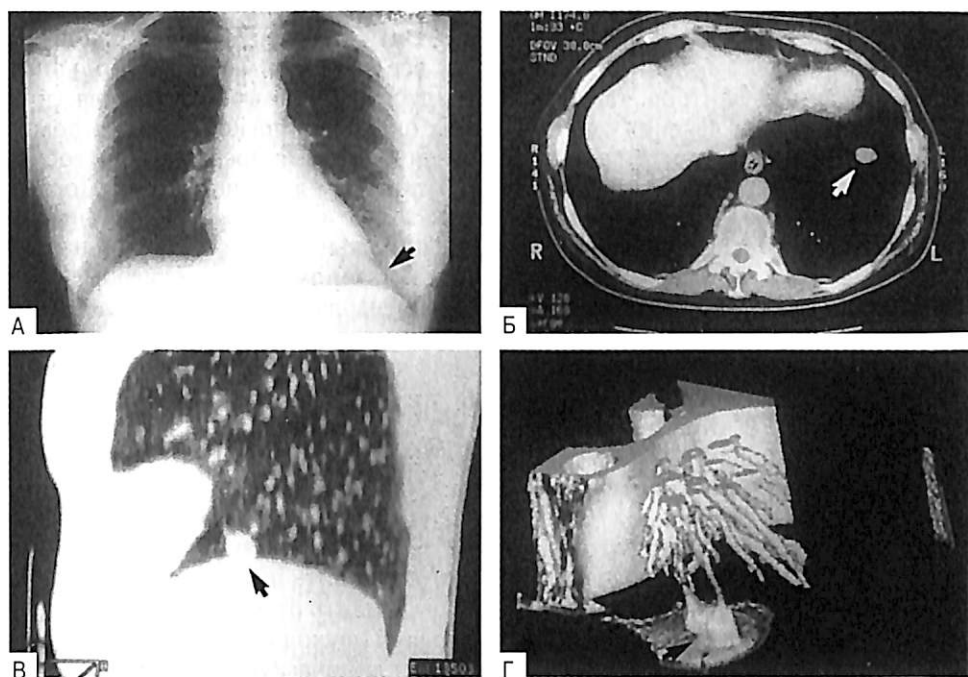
Изображения грудной клетки при синдроме эктопической секреции адренокортикотропного гормона. А — обзорная рентгенограмма органов грудной клетки с подозрительным образованием в проекции левой границы сердца (стрелка); Б и В — компьютерные томограммы в аксиальной и сагиттальной проекциях, показывающие бронхиальную карциноидную опухоль, граничащую с диафрагмой; Г — трехмерная реконструкция, иллюстрирующая сращение опухоли с диафрагмой (стрелка), что было подтверждено при хирургическом вмешательстве. [Newell-Prince J., Trainer P., Besser M. et al. The diagnosis and differential diagnosis of Cushing's syndrome and pseudo-Cushing's states // Endocr. Rev. — 1998. — N 19. — P. 647-672.]
